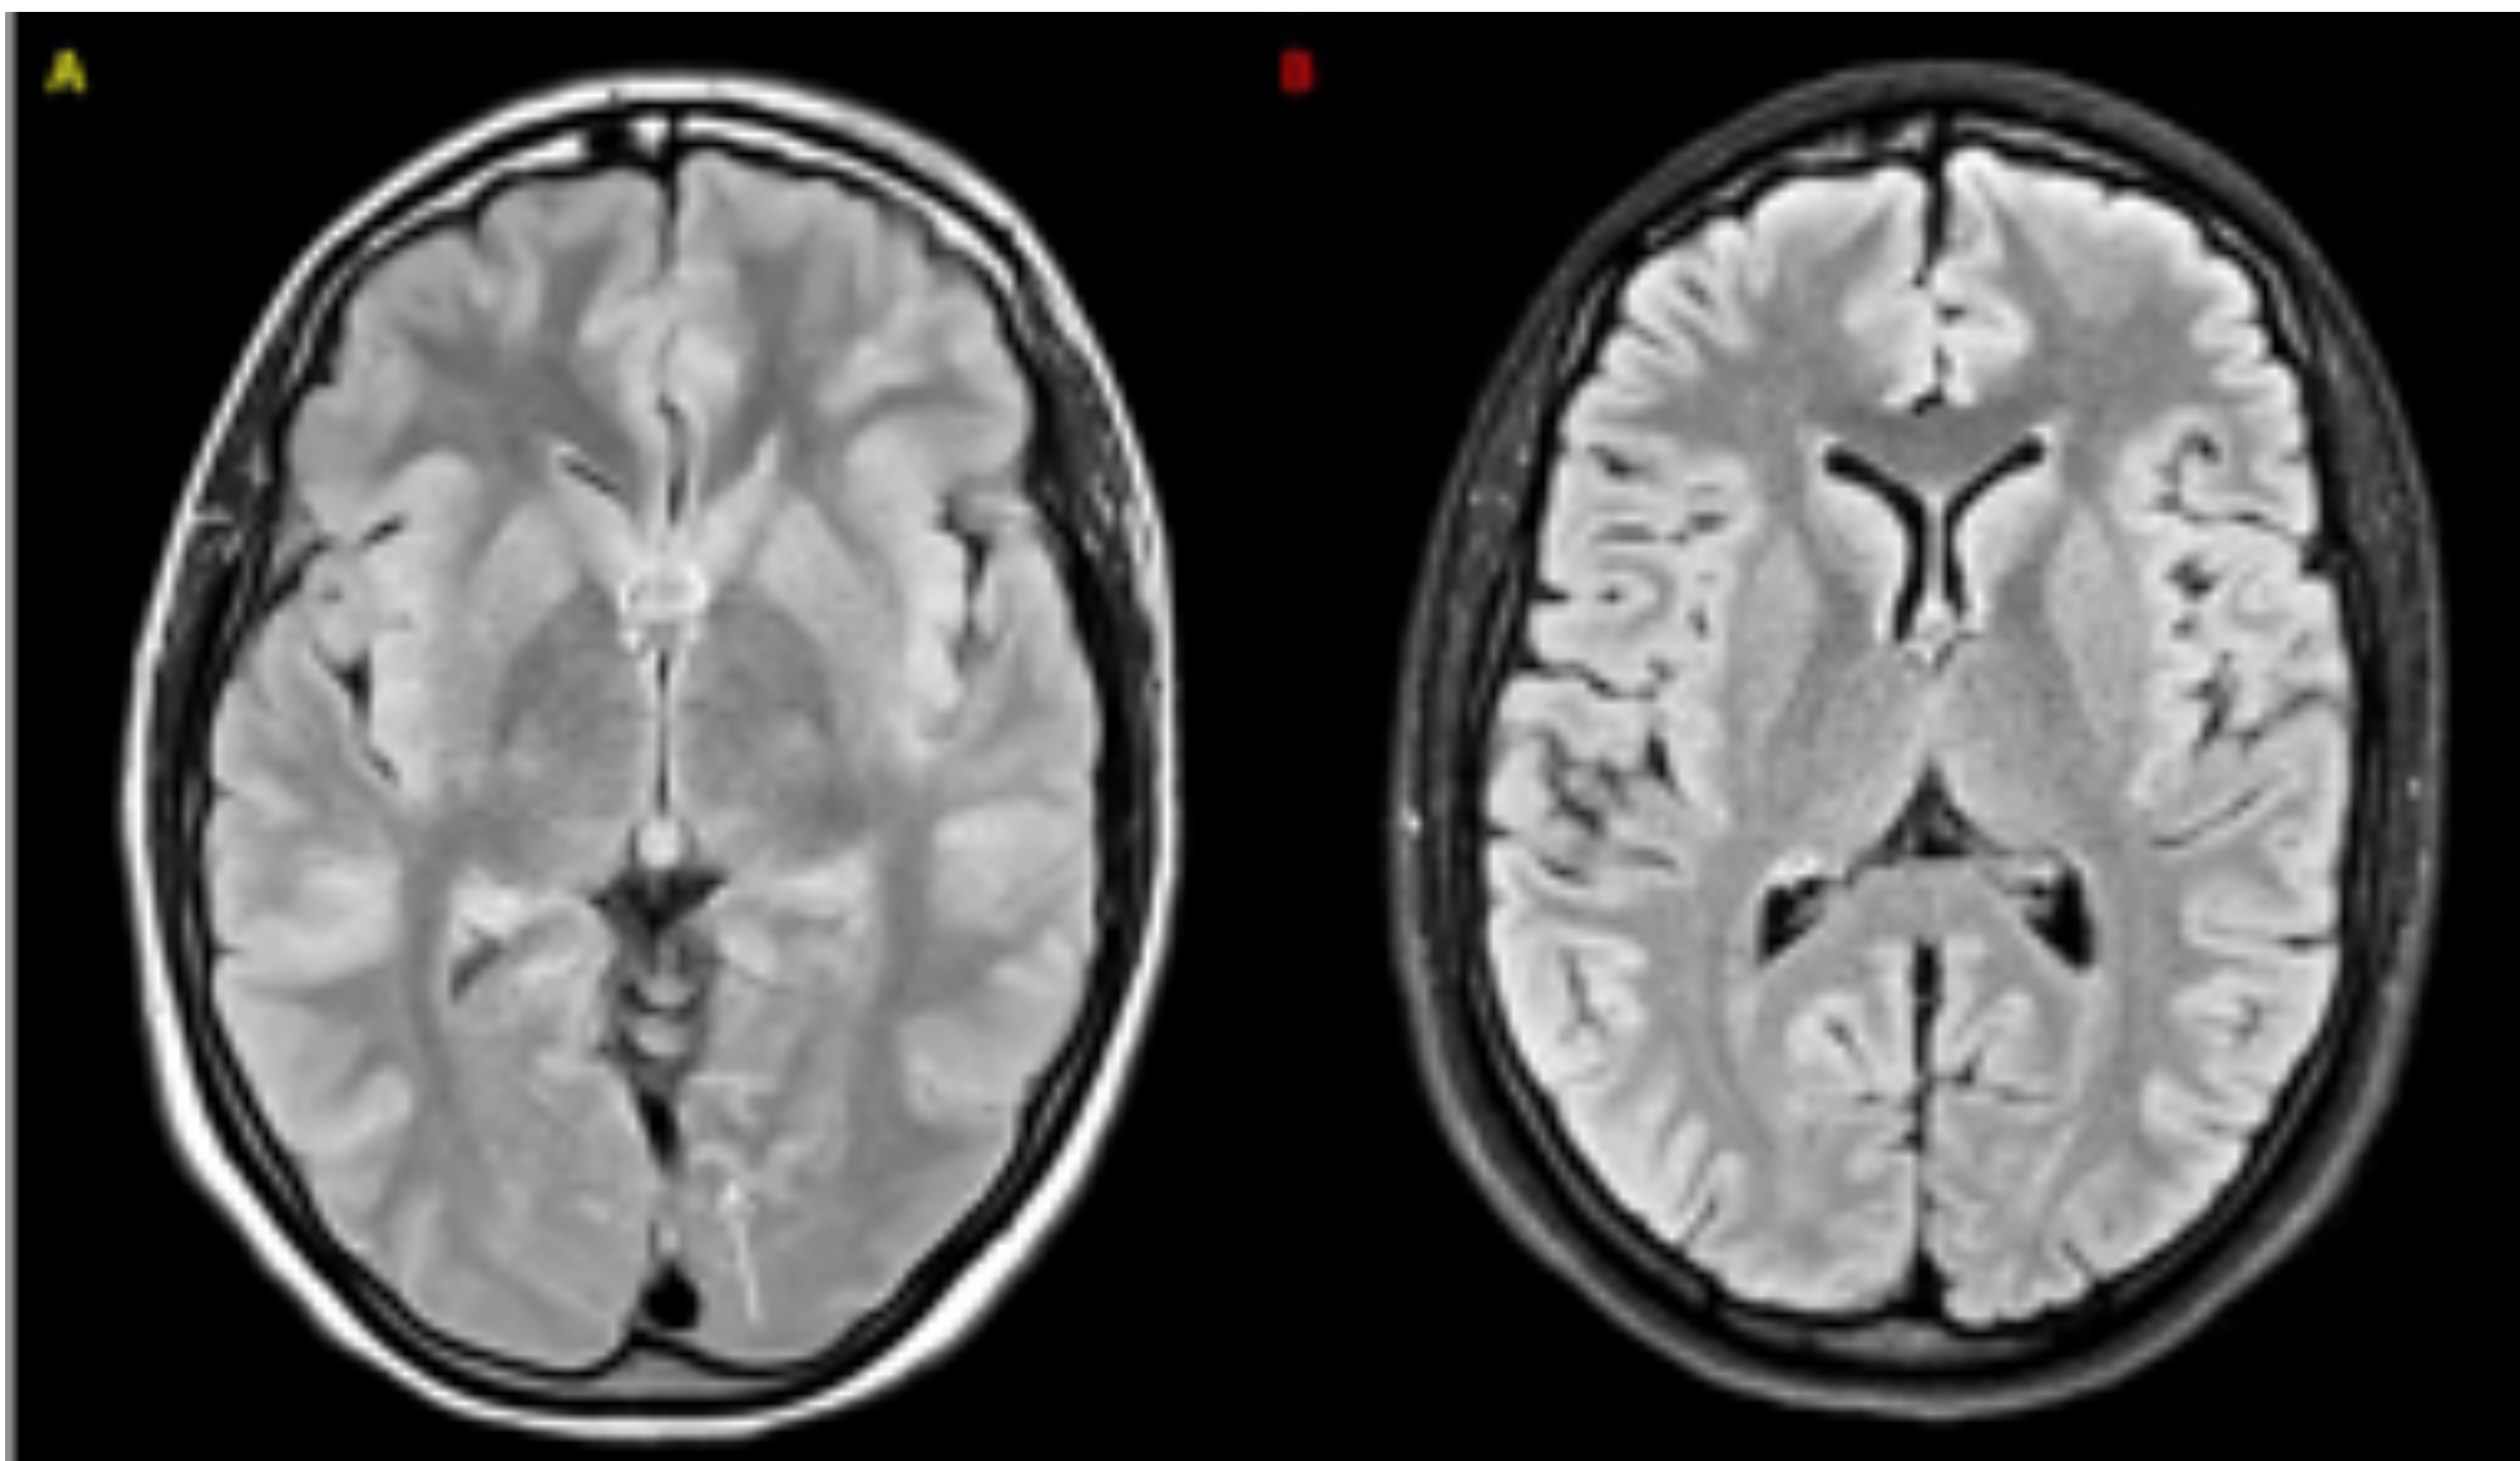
Cefalea de HaNDL. Imagen FLAIR axial (A) en la que se observa una tenue hiperintensidad giral en los surcos paramedianos occipitales (flechas). En la RM de control SPIR FLAIR (B) un mes más tarde se demostró la desaparición de estos hallazgos.
